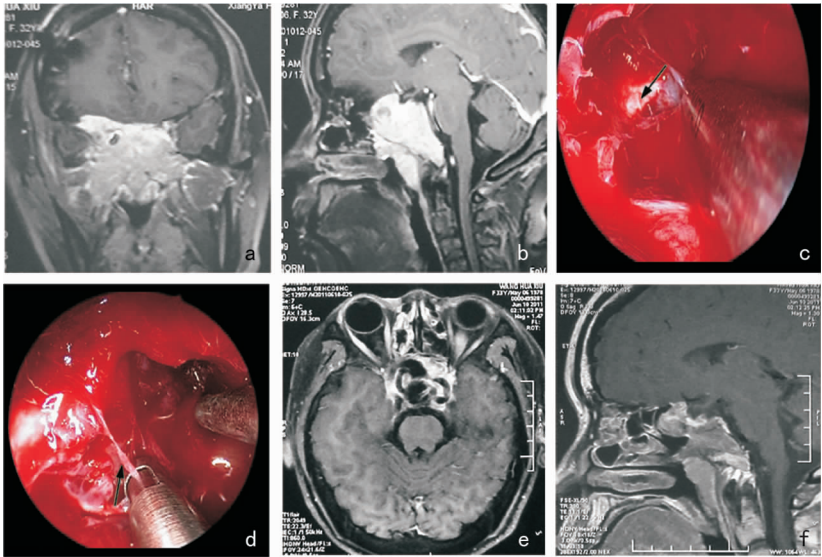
内镜下扩大鼻中隔经蝶垂体腺瘤切除(经颅手术后复发性垂体腺瘤) a、b:术前 MRI 示肿瘤经右侧海绵窦侧壁侵入海绵窦,并突破鞍隔进入颅内;c:经眶尖向后显露视神经至颅口;d:以视神经颅口为标志向下定位和显露颈内动脉并处理其周围病变;e、f:为手术后半年的 MRI 复查
